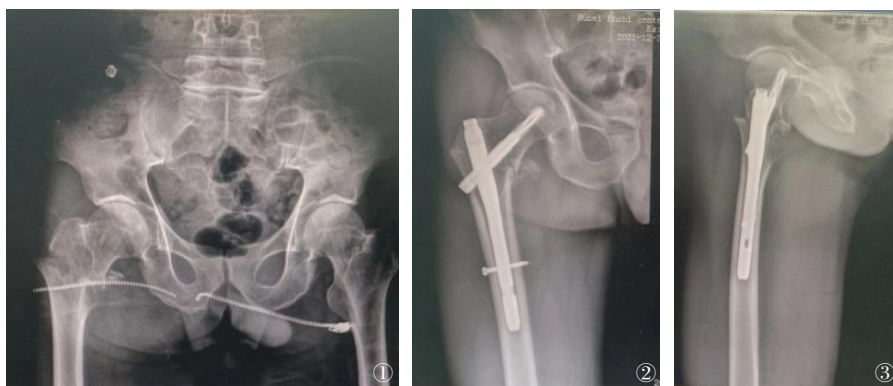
~3 患者男性,图1术前X线示右侧股骨粗隆下粉碎性骨折,图2术后X线正位和图3术后X线侧位片示股骨骨折闭合复位PFNA内固定术,术后在对照组基础上结合低频脉冲电磁场治疗,显示骨折复位良好,内固定稳定。
